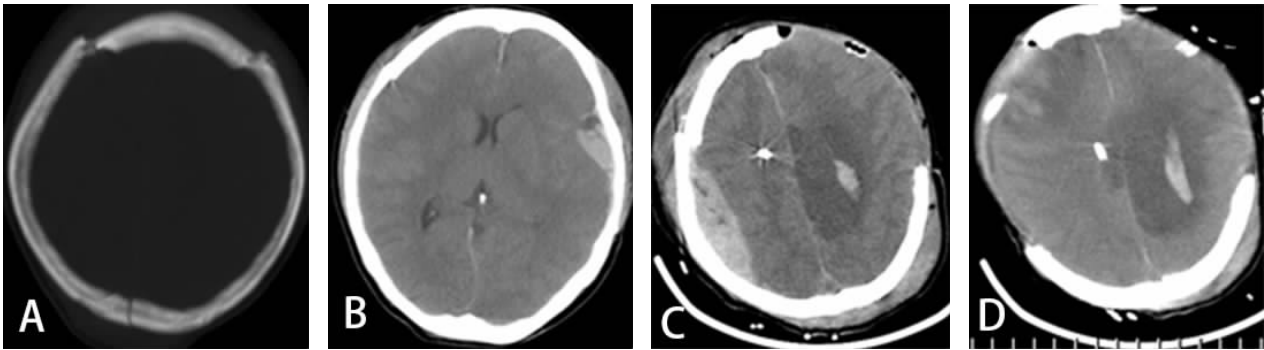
1例额骨大面积骨折伴左侧硬膜下血肿及脑挫裂伤患者手术前后CT影像
